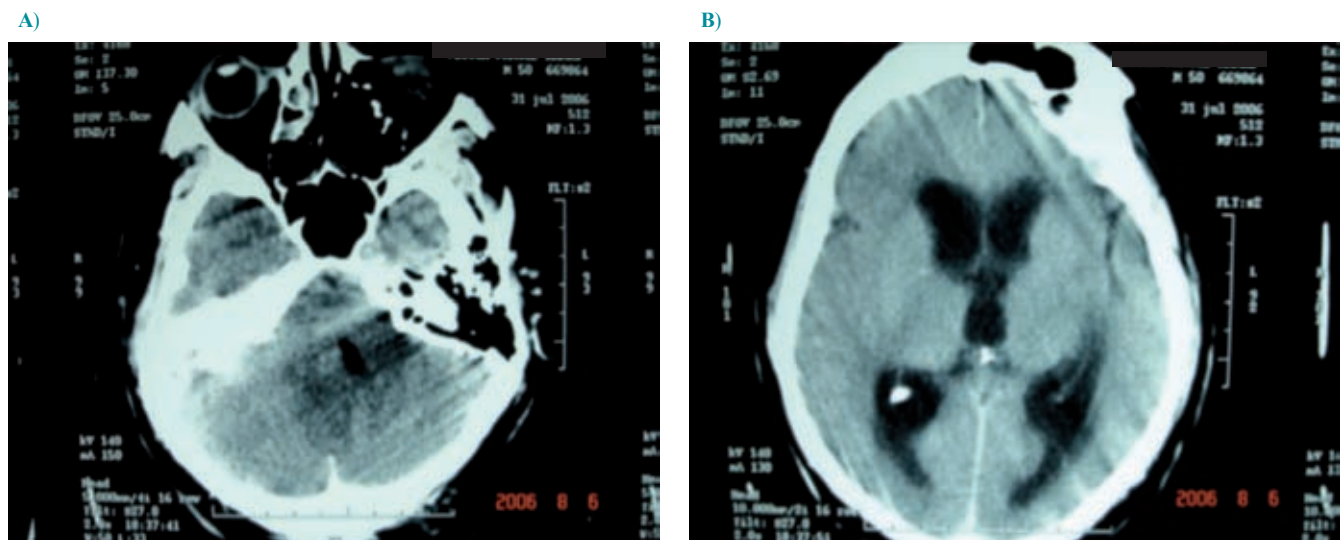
Tomografía inicial simple de cráneo. A) En el lado derecho nótese la completa ocupación de las celdillas mastoideas y en el lado izquierdo nótese una neumatización normal. B) Importante dilatación del sistema ventricular, así como datos de edema cerebral consistentes en borramiento de surcos y cisuras cerebrales.
